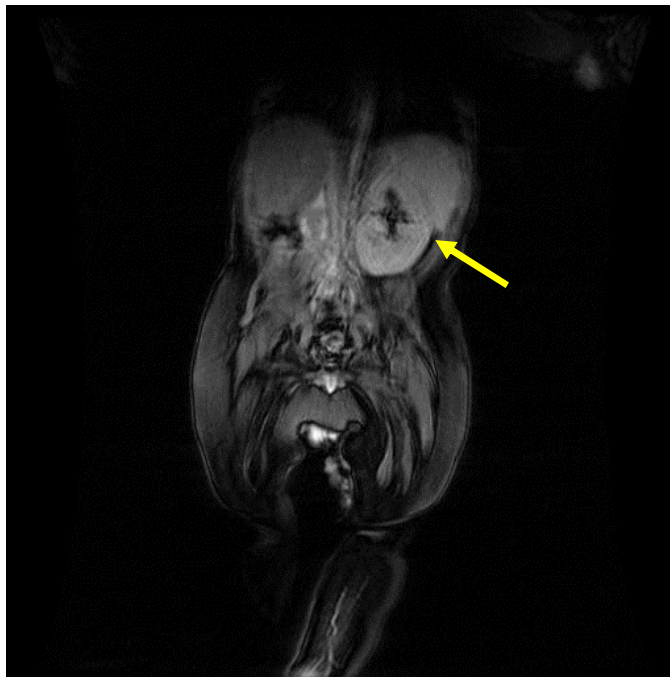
Coupe coronale de l'IRM montrant l'agénésie rénale droite et l'hypertrophie du rein gauche (flèche).
